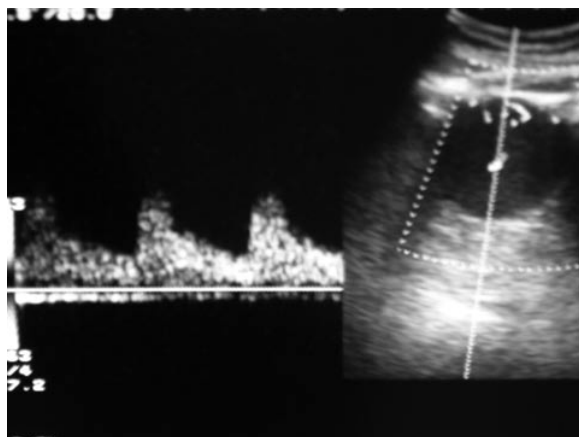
Tumor en riñón izquierdo con flujo Doppler.
